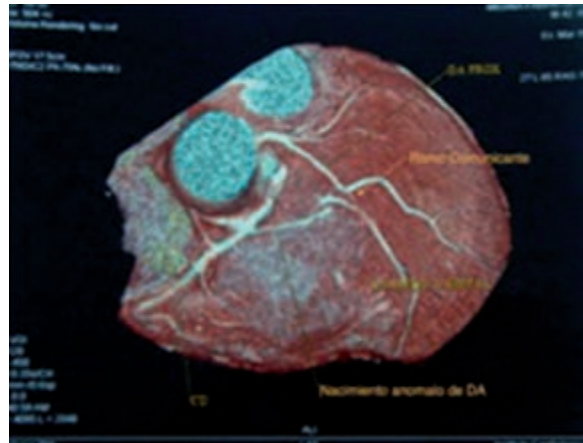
TAC. Reconstrucción.
